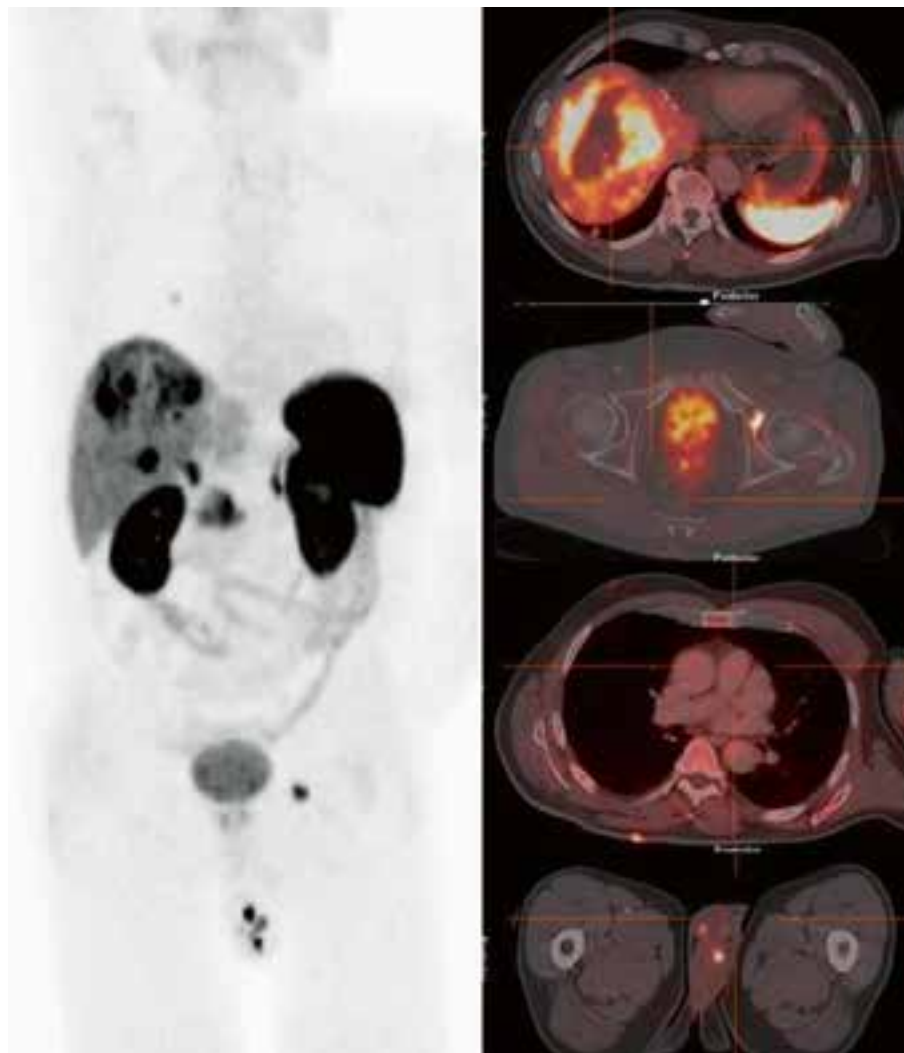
Mit der SSTR PET/CT lassen sich nicht nur die Lebermetastasen nachweisen. Durch die hohe diagnostische Genauigkeit zeigen sich auch kleine Metastasen an ungewöhnlichen Lokalisationen wie der Haut, dem Acetabulum oder dem Skrotum. Die Kenntnis des Metastasierungsmusters kann hierbei durchaus die Wahl der Therapie beeinflussen, beispielsweise eine lokale Therapie bei ausschließlicher hepatischer Tumorlast versus systemische Therapie bei systemischer Metastasierung.
